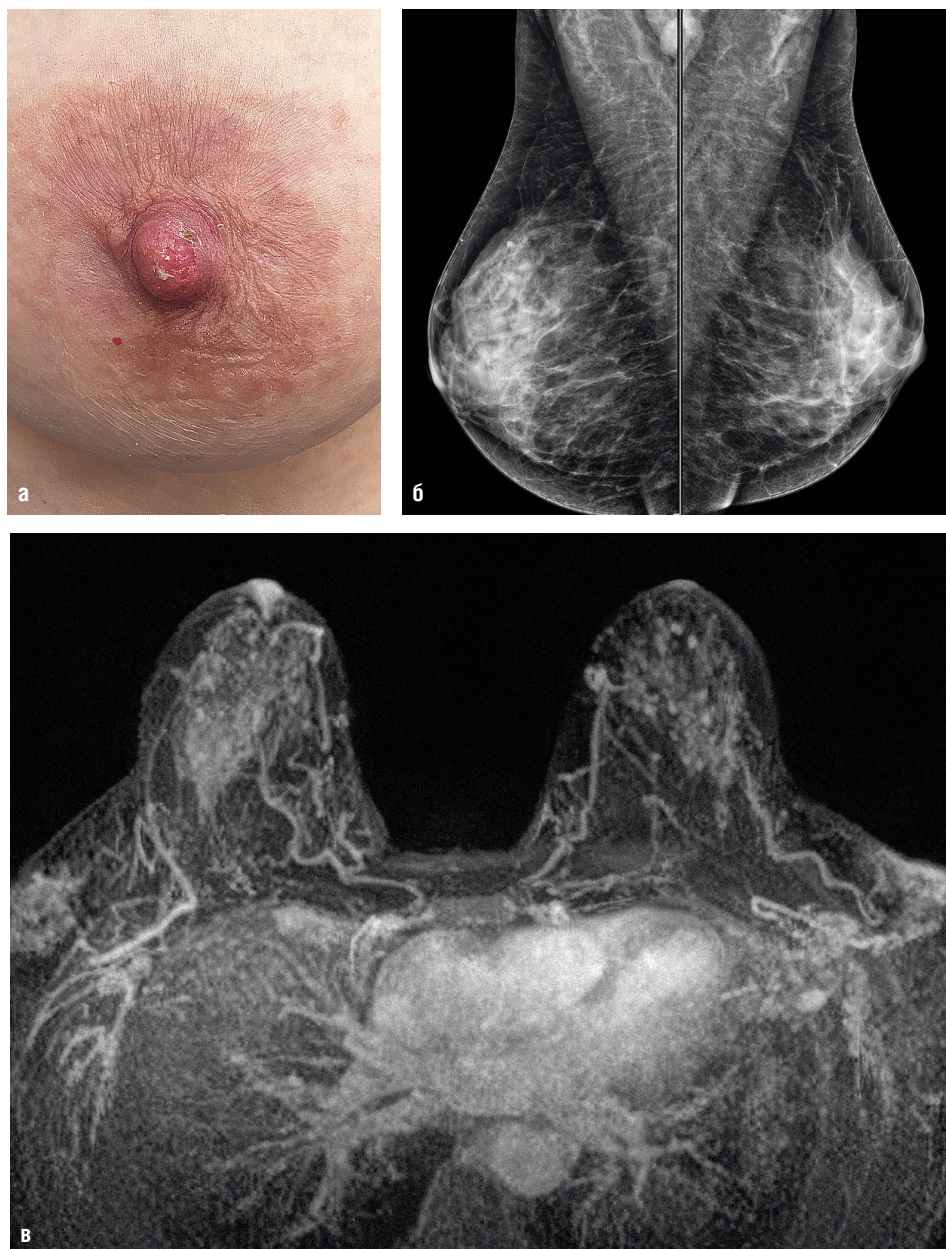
Рак Педжета правой молочной железы: а — внешний вид соска молочной железы — определяется мацерация; б — маммограмма — патологии не выявлено; в — магнитно-резонансная томография молочных желез MIP — накопление контраста в области соска
